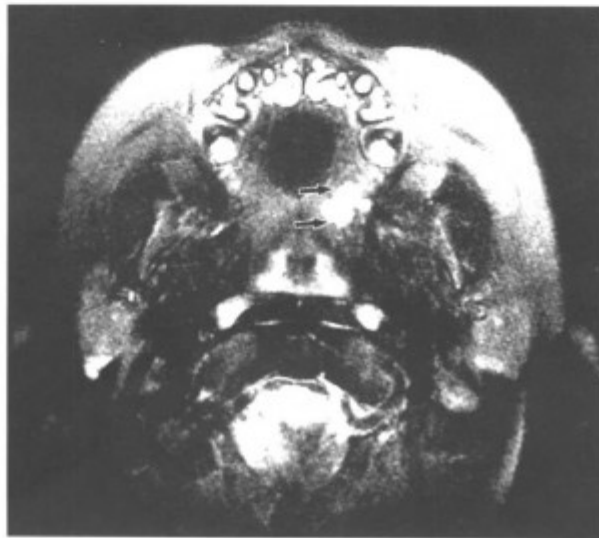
同上病例, MRI-T₂WI 扫描肿瘤为高信号〈箭头〉)
